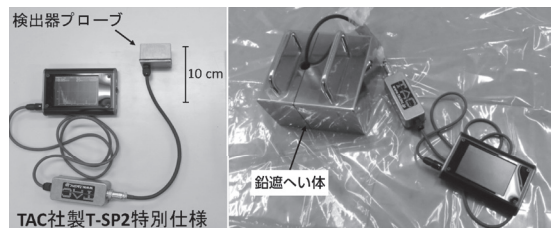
CsIサーベイメータの例 (TAC社製T-SP2特別仕様) (右は検出部を遮へい体で囲った様子)
